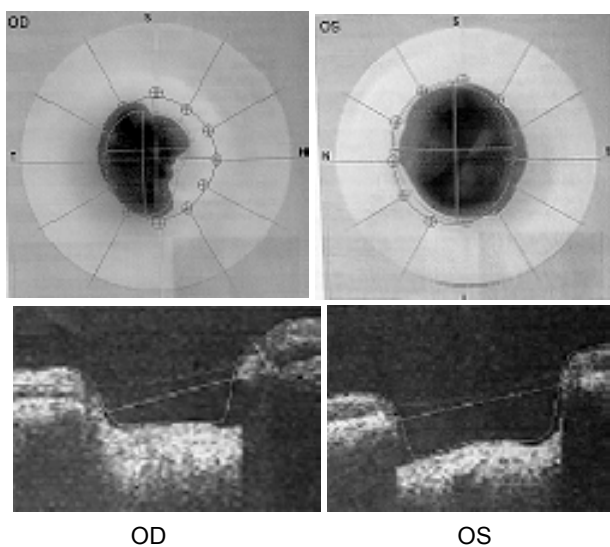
Данные оптической когерентной томографии ДЗН и СНВС у больной О., 63 лет
